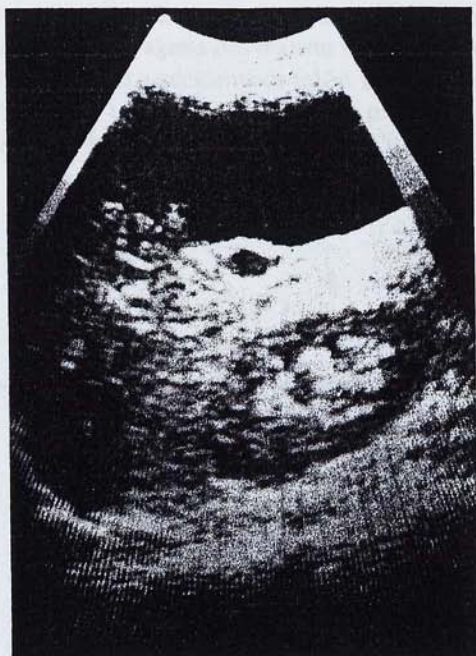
Ecografia 1: tall sagital que mostra una massa de contingut líquid envoltada pel lòbul hepàtic dret i el ronyó del mateix costat. La massa mesura 110 x 60 mm.
